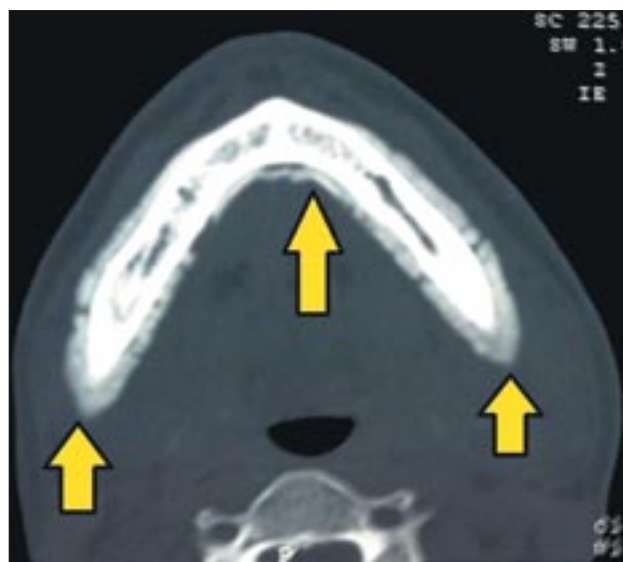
Компьютерная томограмма нижней челюсти. Новообразованная костная ткань по типу периостальных наслоений в области всей нижней челюсти с обеих сторон (желтые стрелки).
